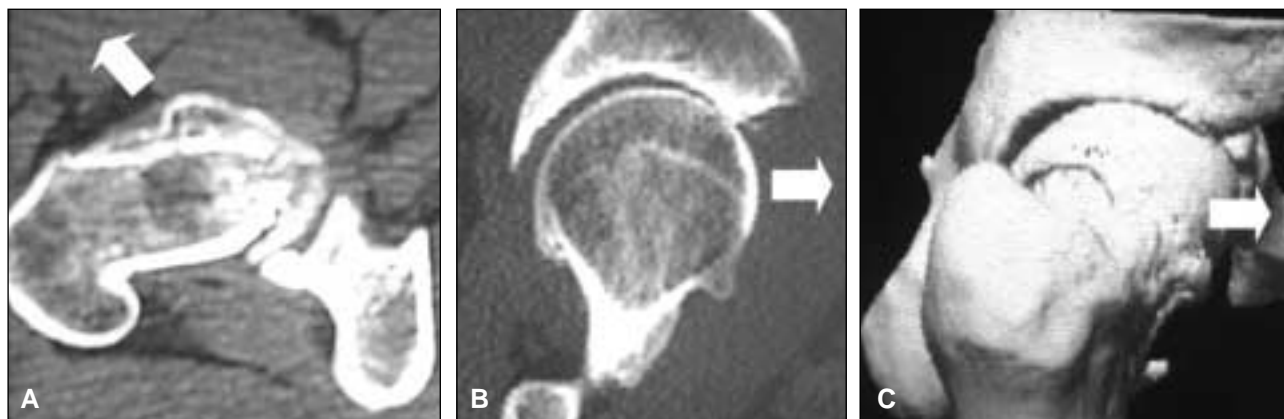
Exostosis acetabular tipo 2B. A. Corte axial de tomografía computarizada que muestra cómo la exostosis posteroinferior empuja la cabeza femoral hacia anterior y lateral. B. Corte sagital en que se ve la cabeza femoral empujada hacia adelante y el pinzamiento anterior. C. Reconstrucción 3D en la que se observa, en la vista lateral, el pinzamiento anterior y el aumento de la interlínea posterosuperior.
